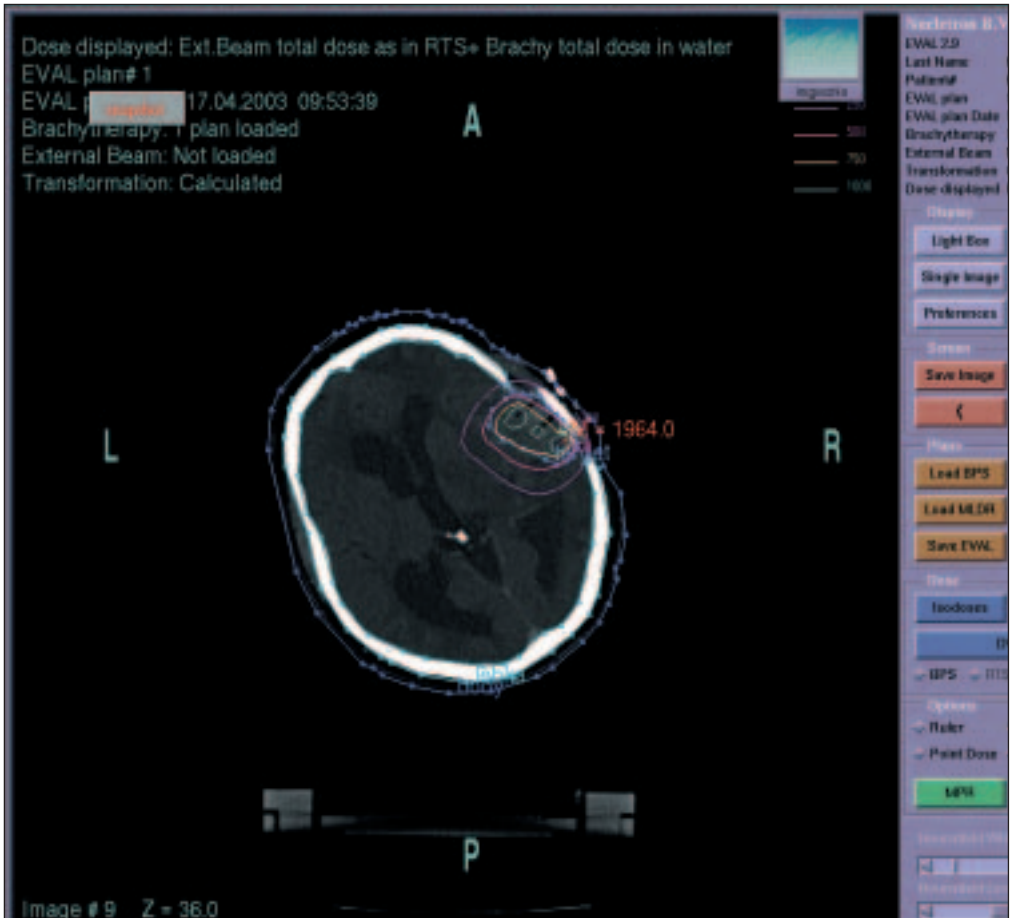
Zakreslenie cieľového objemu v CT reze.
